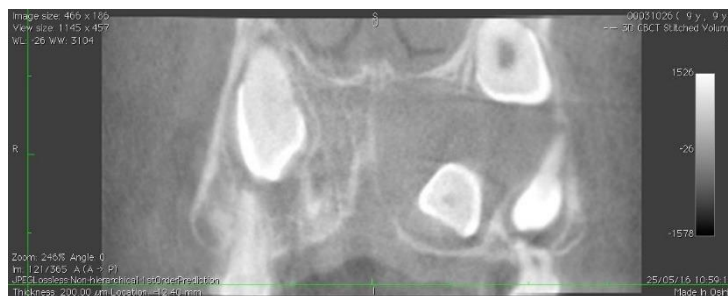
Tomografia computadorizada, corte coronal na cavidade oral do paciente.
